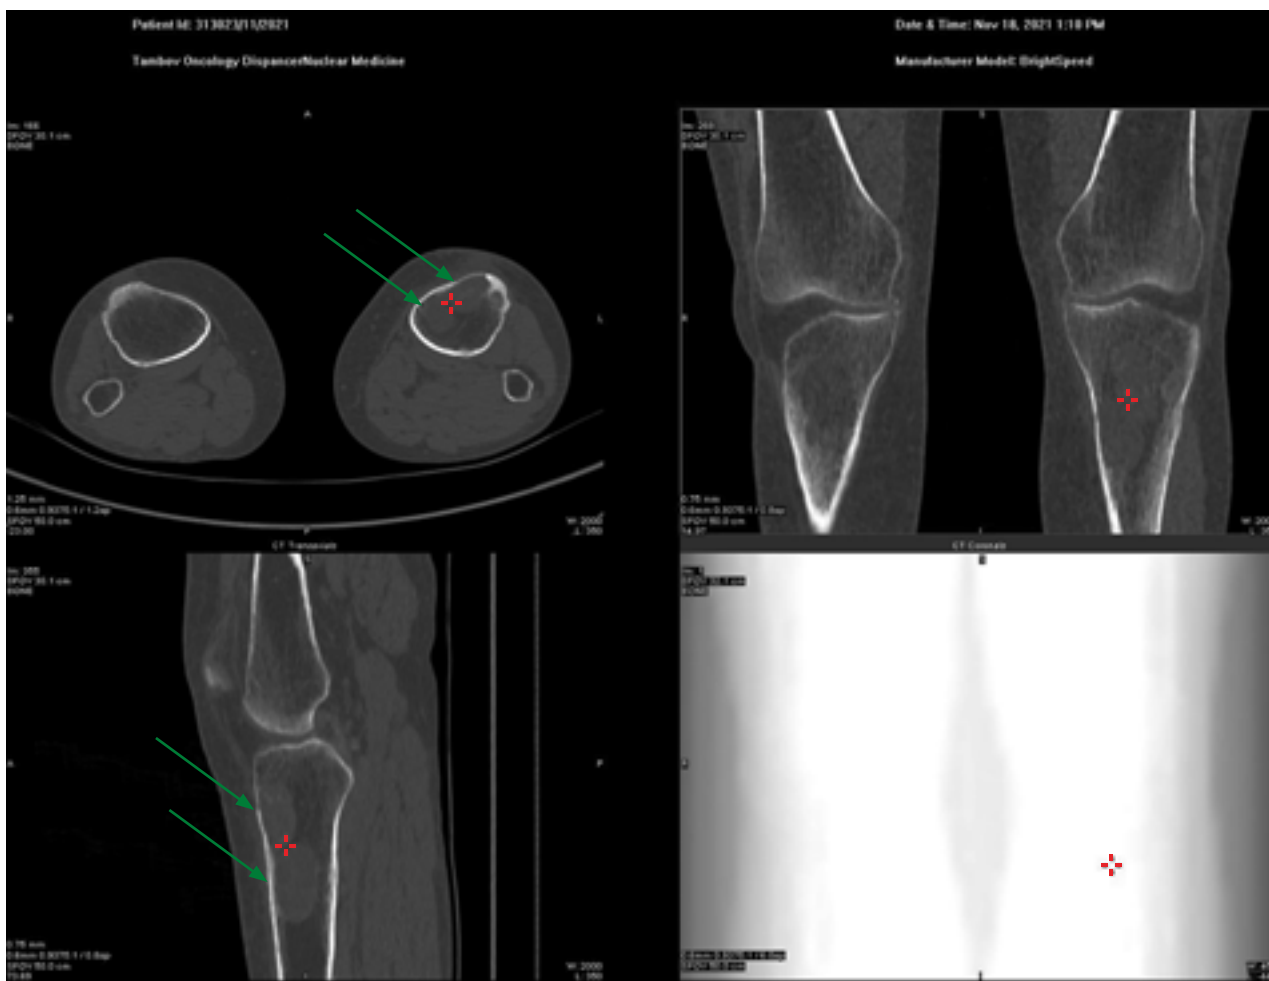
Компьютерная томография коленных суставов пациента Т.
